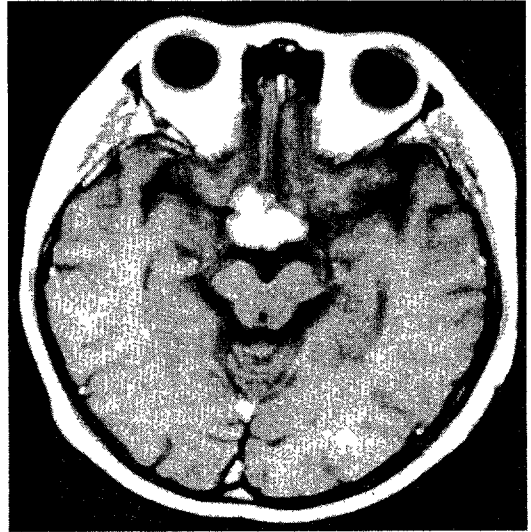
The MRI findings of 6th patient.
